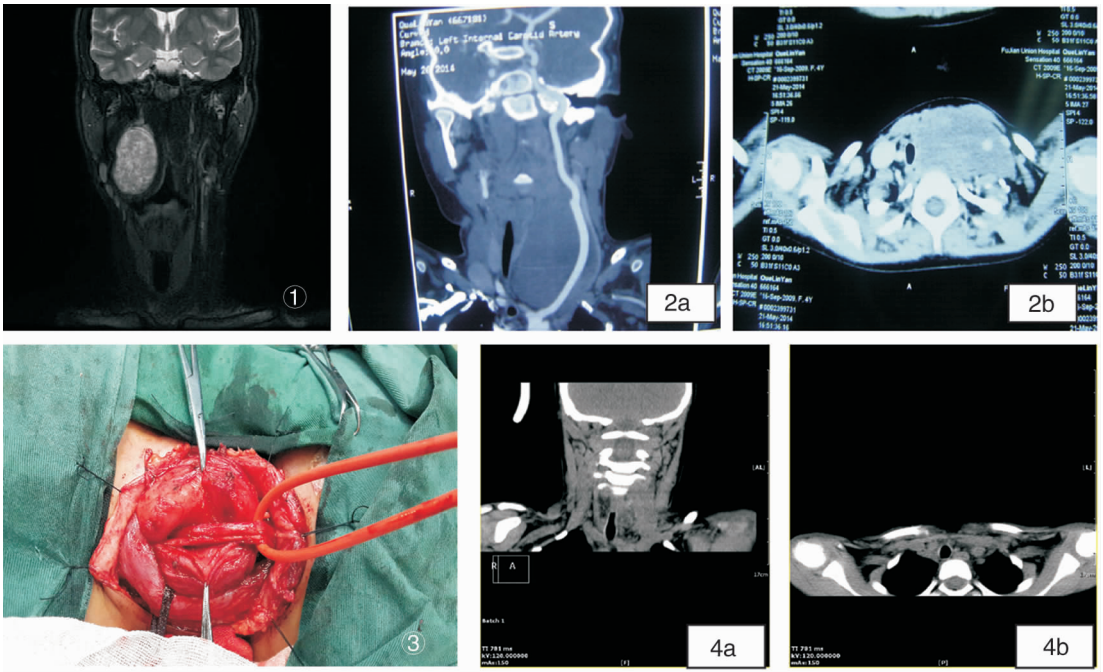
病例2 颈部 MRI 冠状位示肿瘤位于右侧颈动脉鞘区 b:轴位显示肿瘤包裹颈总动脉挤压气管,颈内静脉被推移显示不清 图2 病例3 颈部 CTA a:冠状位显示颈总动脉被肿瘤包裹; b:轴位显示肿瘤包裹颈总动脉挤压气管,颈内静脉被推移到后方,导管牵引颈总动脉、迷走神经 图3 病例3 术中显示肿瘤包裹颈总动脉、迷走神经 图4 病例3 术后1 个月 CT 复查 a:冠状位示颈部未见肿物; b:轴位示术前被肿瘤推移气管现已回位,气管旁未见肿瘤
